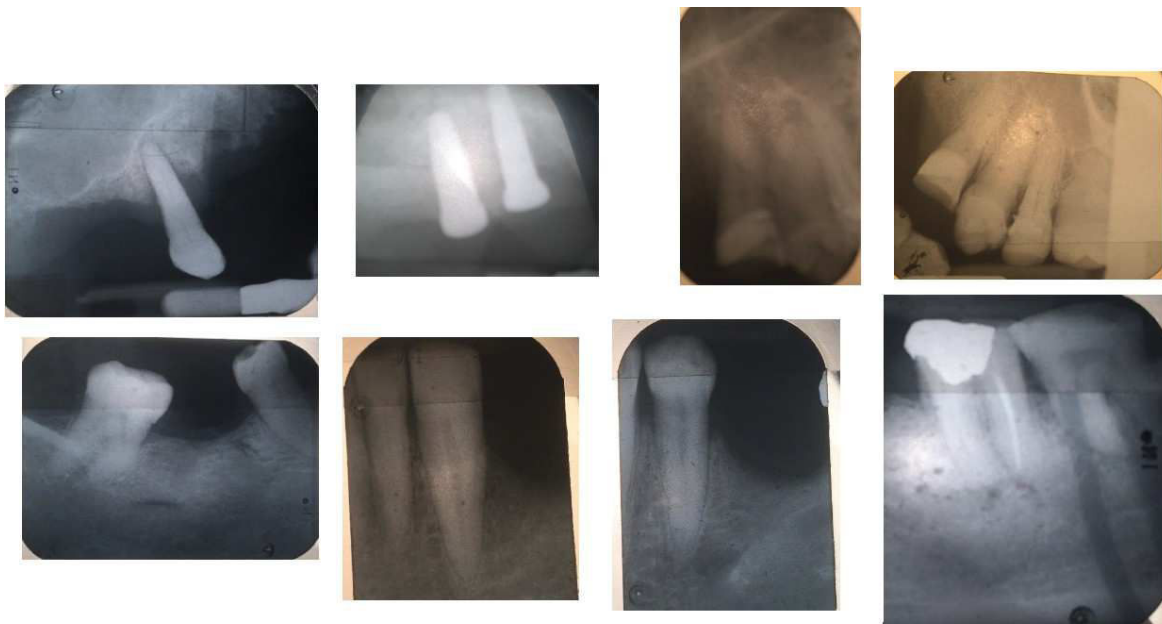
Bilan radiographique complet du patient après la pose des implants
